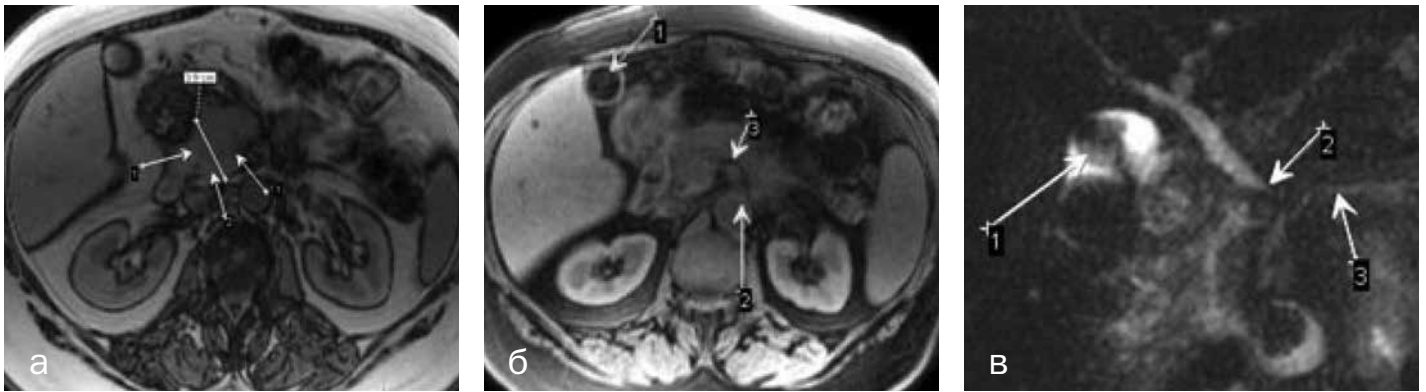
МРТ пациентки А., 64 лет, страдающей желчнокаменной болезнью, холецистолитиазом, хроническим холангиогенным панкреатитом: а — T1-ВИ в аксиальной плоскости, головка ПЖ увеличена, в ней визуализируется нечетко отграниченная зона пониженного сигнала (стрелка 1), сигнал от крючковидного отростка не изменен (стрелка 2); б — «черная ПЖ» на T1-ВИ с подавлением сигнала от жира в аксиальной плоскости (стрелка 1), камень больших размеров в желчном пузыре, аорта с отходящей верхней брыжеечной артерией (стрелка 2), неизменная периваскулярная клетчатка (стрелка 3); в — МРХПГ: конкремент в просвете желчного пузыря (стрелка 1), общий желчный проток, суживающийся в дистальном отделе (стрелка 2), который пенетрирует фиброзно измененную головку ПЖ; ГПП неравномерный, деформированный (стрелка 3).
